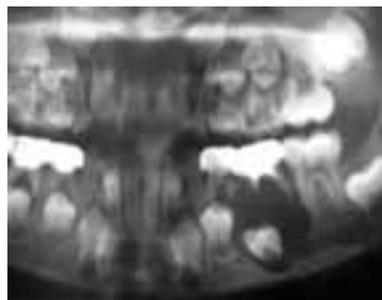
En la radiografía puede observarse lisis ósea
